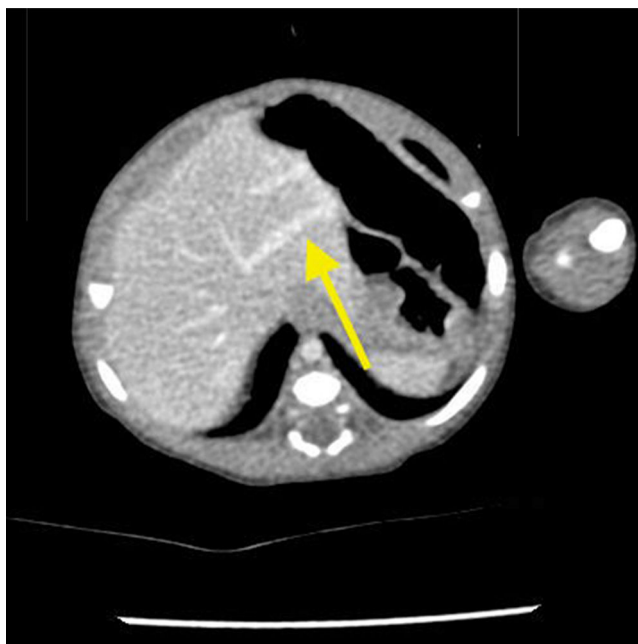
Angiotomografia de abdome – fase venosa. A seta aponta a dilatação da veia porta intra-hepática, com o *shunt* portossistêmico.
